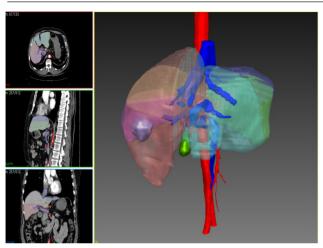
Виртуальное трехмерное изображение печени, построенное на основании данных МСКТ с болюсным контрастированием.
